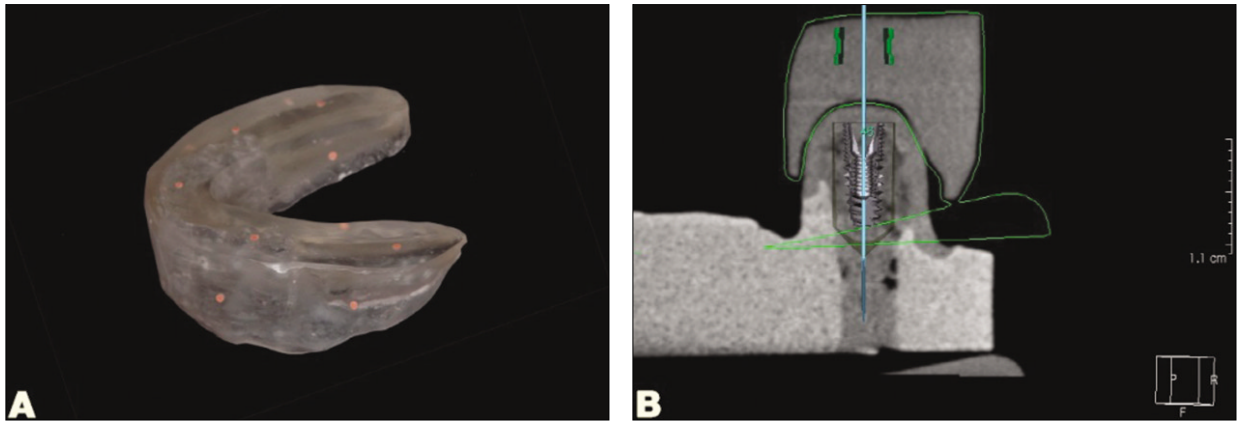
The radiographic guide and designing the surgical guide with stereolithography. A: Radiographic guide for stereolithography, B: Design the surgical guide with Osstem Quickguide®.
